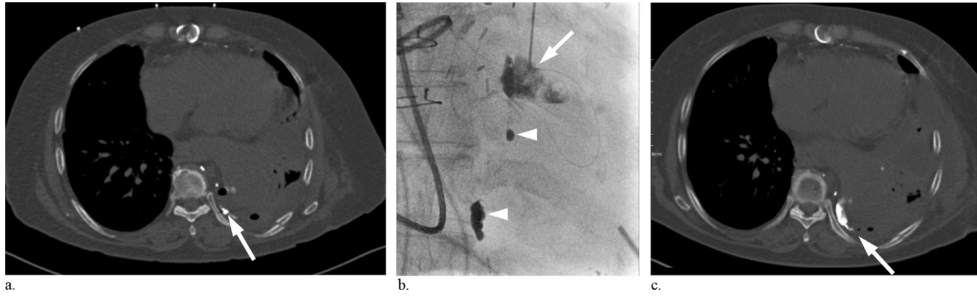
흉부대동맥 치환술 과정에서 흉관이 손상되어 암죽가슴증이 지속되었던 76세 여자 환자. (a) 림프조영술 24시간 후 시행한 CT에서 대동맥인공혈관 뒤쪽으로 리피오돌이 고여 있는 거짓립프류가 보인다(화살표) (b) 우측으로 누운 자세에서 등쪽 갈비뼈 사이로 해당 거짓립프류(화살표)를 천자하고 리피오돌: n-BCA=1.5:1 액체 색전물질을 이용하여 색전술을 시행하였다. 넘친 리피오돌이 흉강 내 가장 낮은 위치로 넘치는 모습을 볼 수 있다(화살촉). (c) 2일 후 시행한 추적관찰 CT에서 거짓립프류(화살표)가 액체 색전물질로 잘 막혀 있다. [참고문헌 14에 수록된 그림임]
